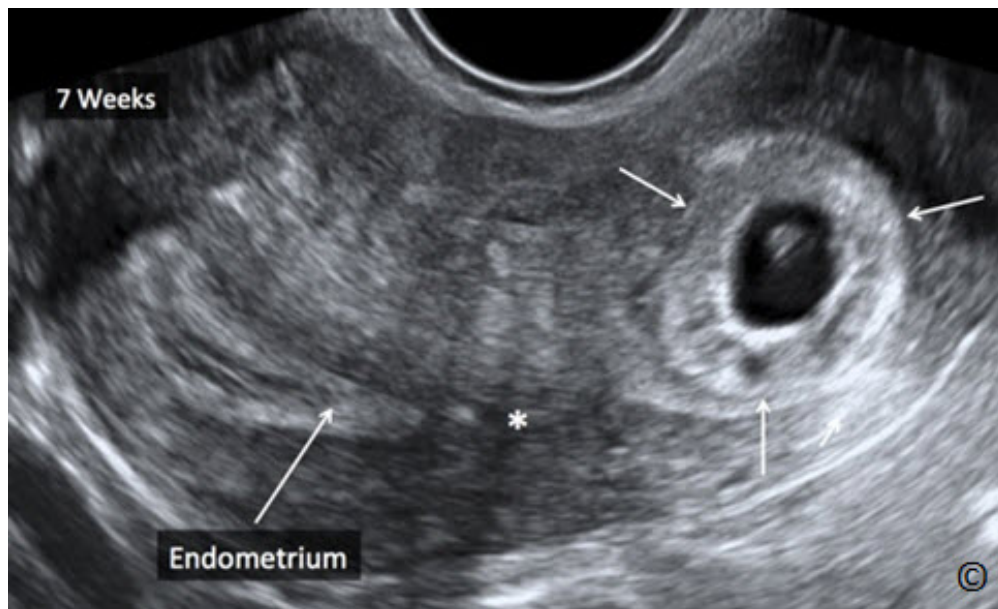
Ultrasonido en escala grises de un embarazo ectópico cornual a las 7 semanas de gestación (flechas). Obsérvese que el eco endometrial (endometrio marcado) está claramente separado del embarazo ectópico cornual (asterisco).
